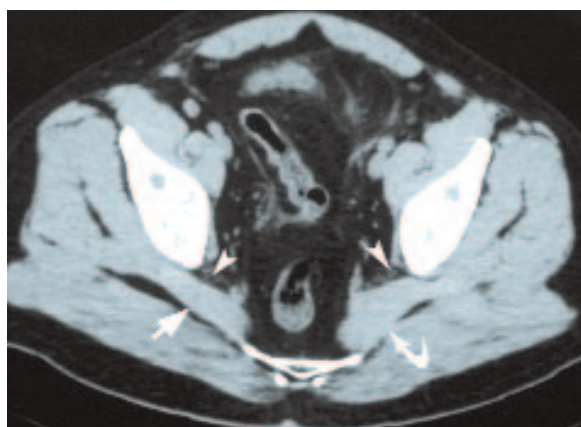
(a, b) : Coupes tomographiques axiales mettant en évidence une hypertrophie du muscle piriforme gauche (flèche courbe) par rapport au muscle piriforme droit (flèche). Tête de flèche : nerf sciatique.
